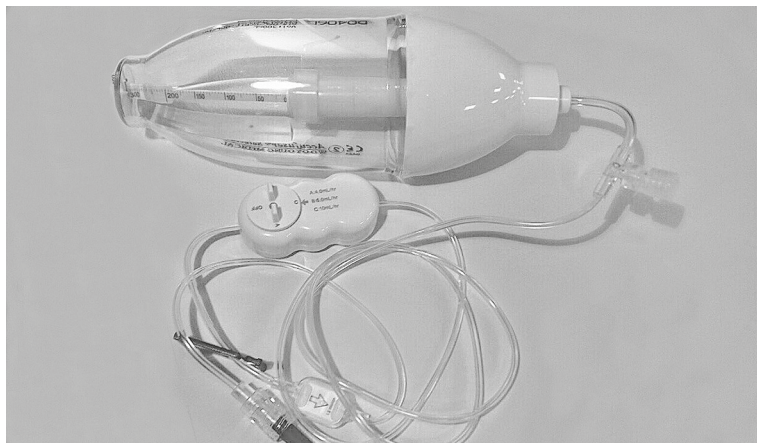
Микроинфузионная помпа для продленной эпидуральной аналгезии
